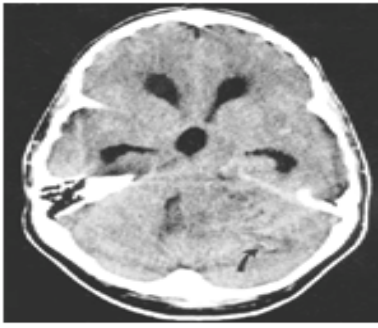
Компьютерная томография: визуализируется патологическое образование в левом полушарии мозжечка и обструктивная гидроцефалия на уровне водопровода. Присутствует небольшой очаг кальцификации в центре поражения.
